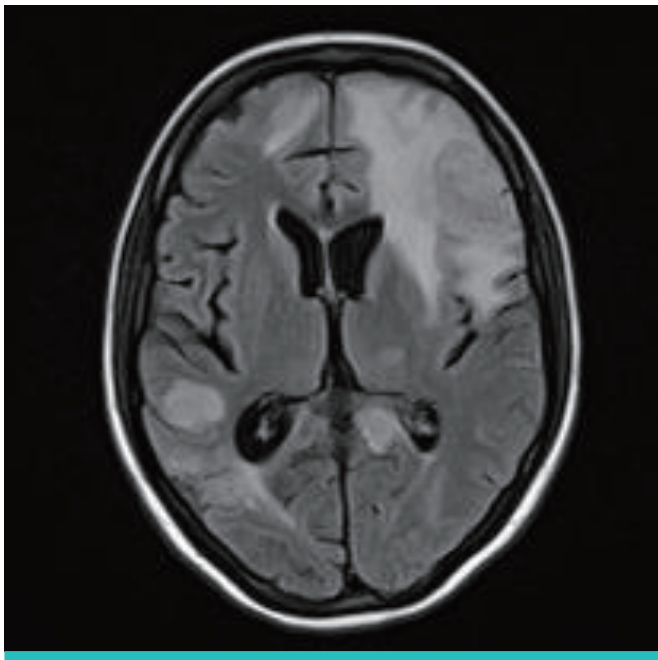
T1 weighted brain MRI shows multiple enhanced lesions.
